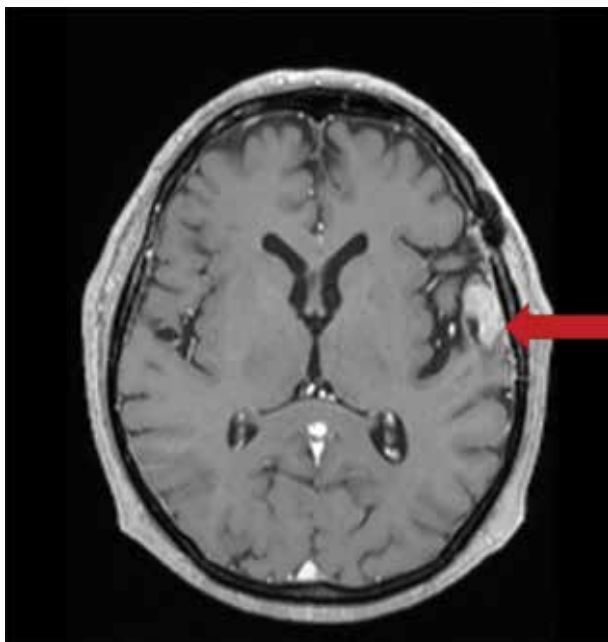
МРТ головного мозга от июня 2017 г.: уменьшение образования до размеров 23 × 22 × 13 см без признаков перифокального отека
